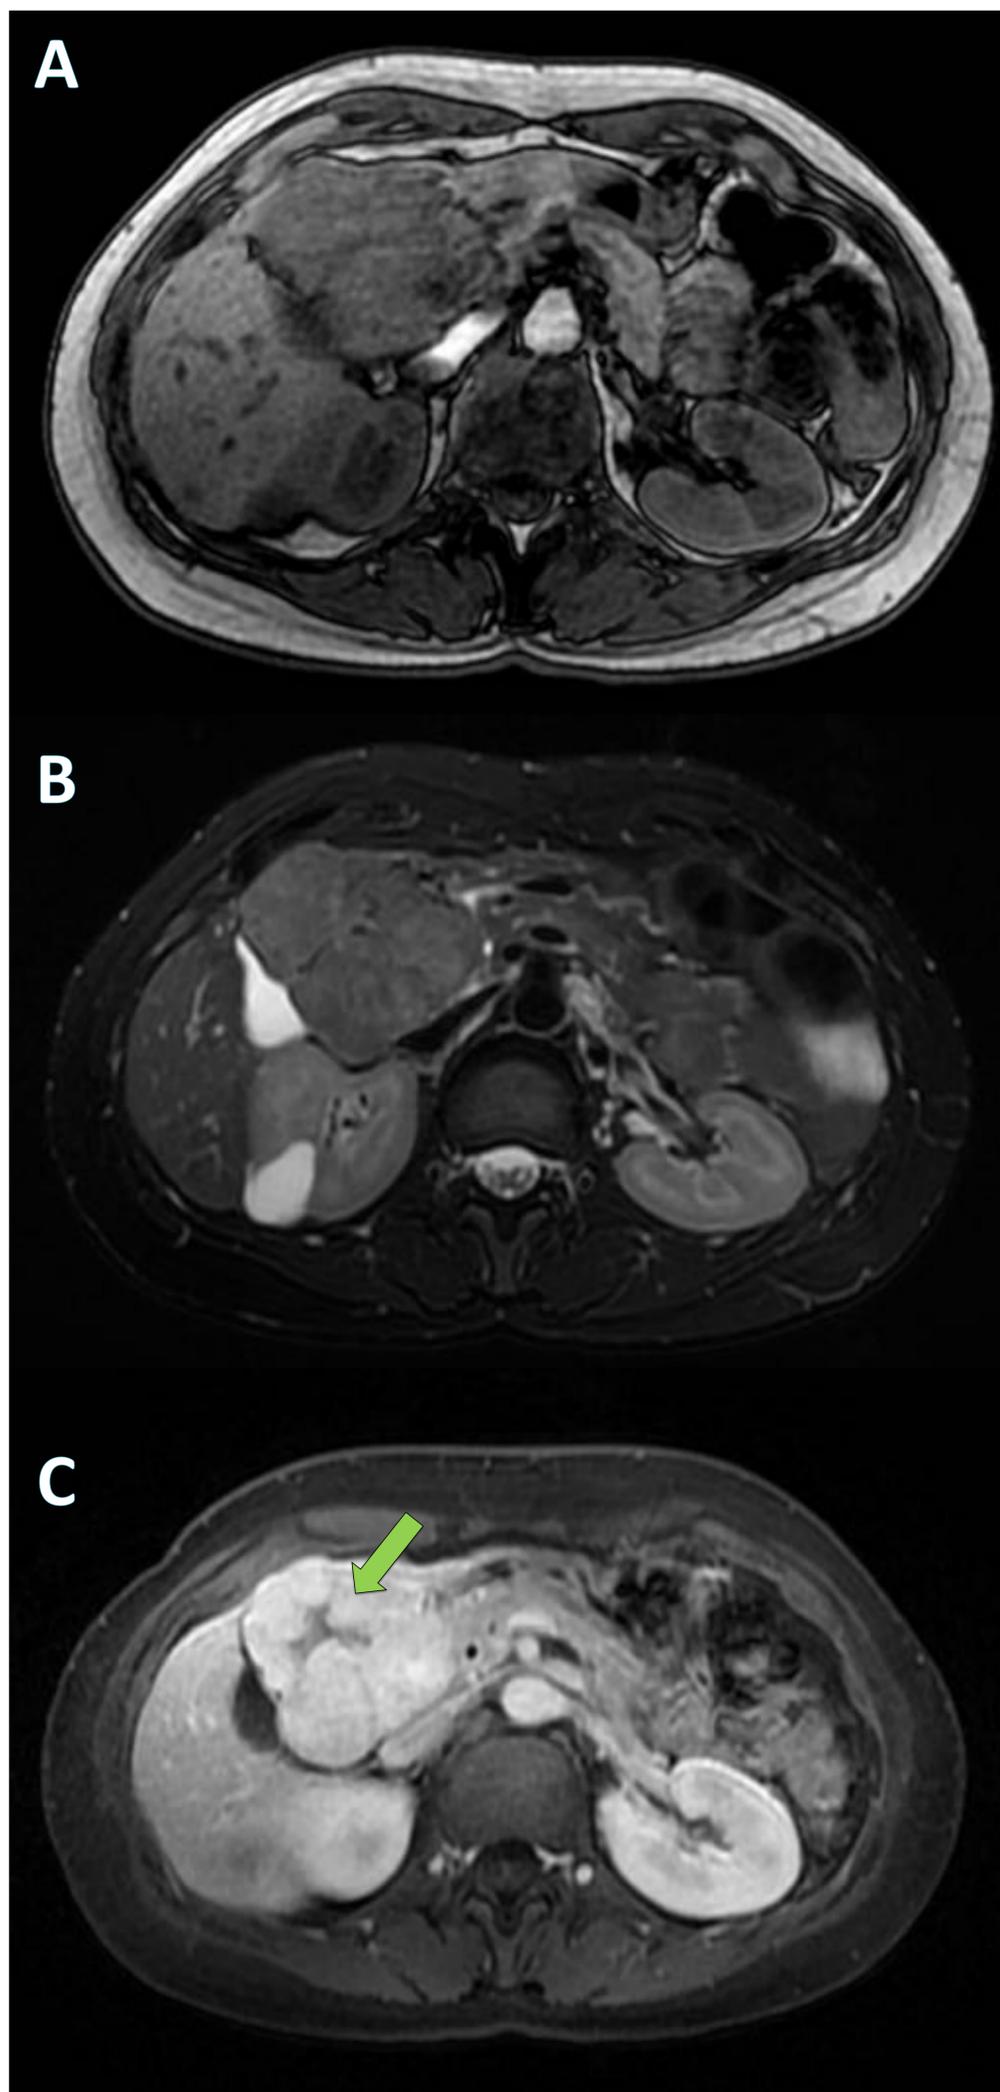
Hiperplasia nodular focal. Mismo paciente de fig. 13, la RM: lesión levemente hipointensa en T1 (A), lesión isointensa o discretamente hiperintensa en T2 (B), lesión hipervascular de manera inmediata con su área central de cicatriz hipocaptante (flecha verde) (C). References: Hospital Universitari de Tarragona Joan XXIII/ES.
